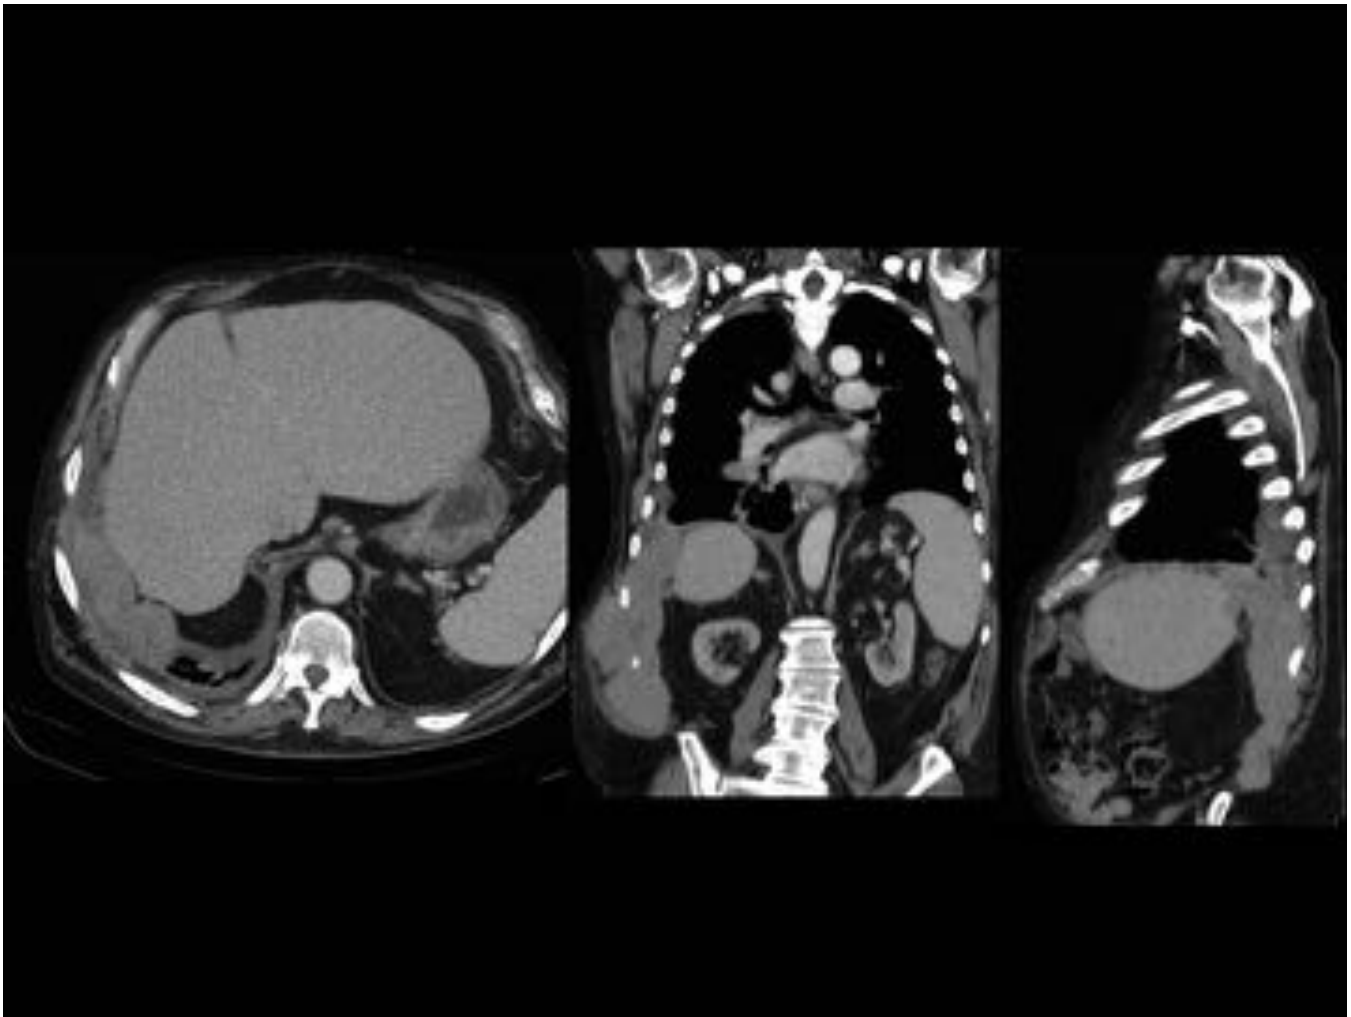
TC torácico con CIV, cortes axiales y reconstrucción coronal. Se observa un engrosamiento pleural difuso del hemitórax derecho que se extiende inferiormente, apreciándose una pérdida del plano graso de separación entre el diafragma y el hígado compatible con extensión transdiafragmática.
